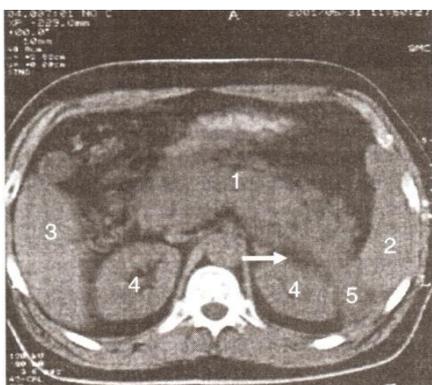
Б-ной А-ов, 52 лет. КТ-картина флегмоны брюшинного пространства: 1 – поджелудочная железа; 2- селезенка; 3 – печень; 4-почки; 5 – инфильтрат брюшинной клетчатки. Стрелкой указан инфильтрат парапанкреальной клетчатки
